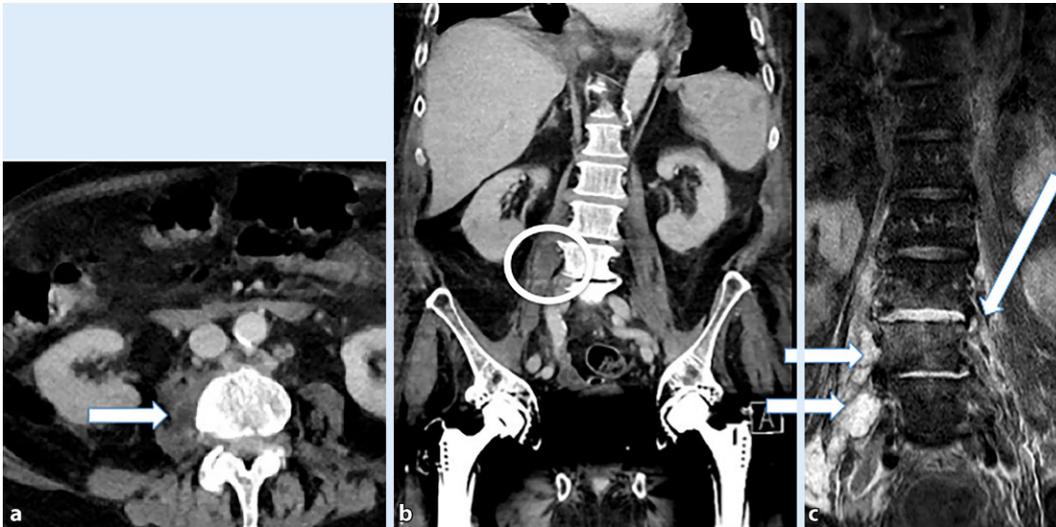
▲ Die venöse Phase des CT eines 76-jährigen Mannes mit mäßigen Schmerzen im rechten Ober- und Mittelbauch zeigt eine Asymmetrie der primär fettig atrophiierten Musculi psoae bds. Der rechte M. psoas wirkte verdickt (Pfeil, a) und zeigte eine hypodense Binnenläsion (Kreis, b), im Sinne eines Abszesses. Die anschließend durchgeführte Wirbelsäulen-MRT (c) bestätigt die Verdachtsdiagnose der Psoasabszesse (Pfeile) aufgrund einer Spondylodiszitis (dicker Pfeil, koronare STIR[„short-tau inversion recovery“-Sequenz])
